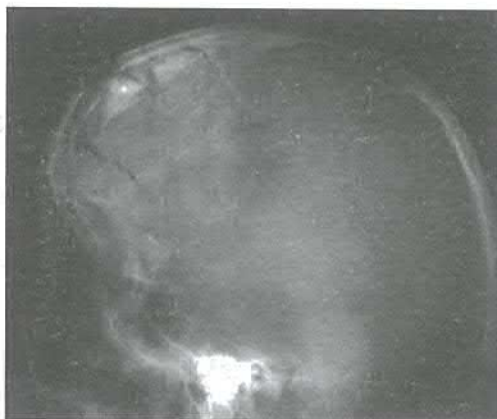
Pacientul H. Radiografia Nr. 4971. Examenul radiologic a relevat fracturi liniare ale osului frontal și parietal cu trecere la baza craniului în fosa craniană anterioară. Fractura maxilei Le-For III. Fractura omoplatului stâng
